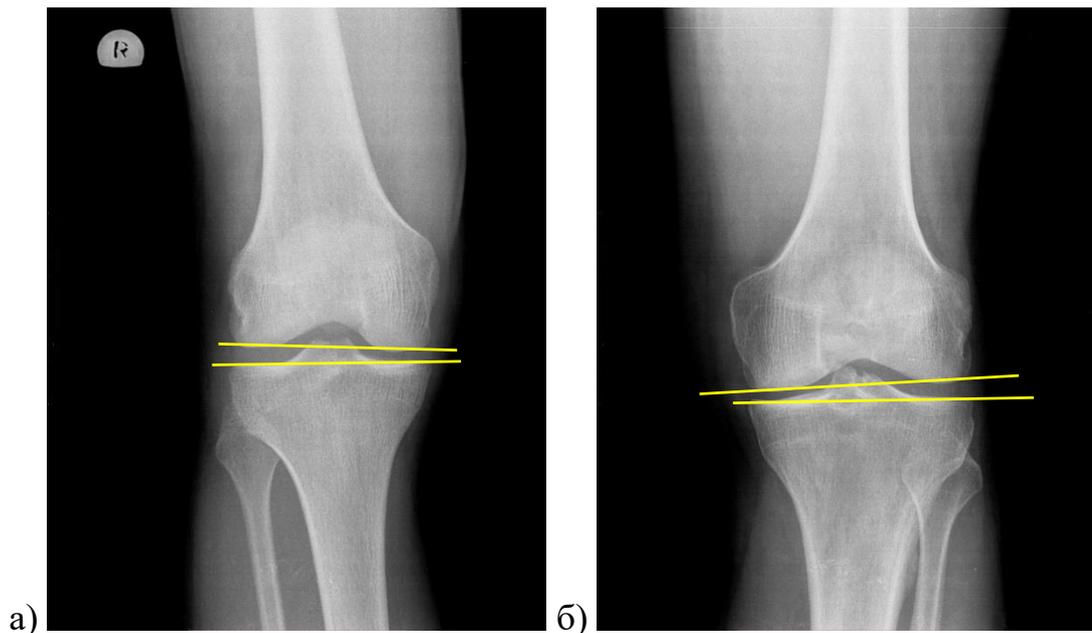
Рентгенограммы правого и левого коленных суставов в прямой проекции пострадавших с застарелым разрывом ПКС: а) больной В. 28 лет (ИБ № 1560) (снижение высоты щели коленного сустава в медиальном отделе); б) больной Н. 30 лет (ИБ № 1780) (снижение высоты щели коленного сустава в медиальном отделе).
